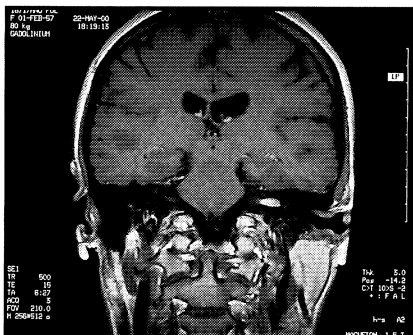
Magnetresonanztomographie mit einem linksseitigen Akustikusneurinom
